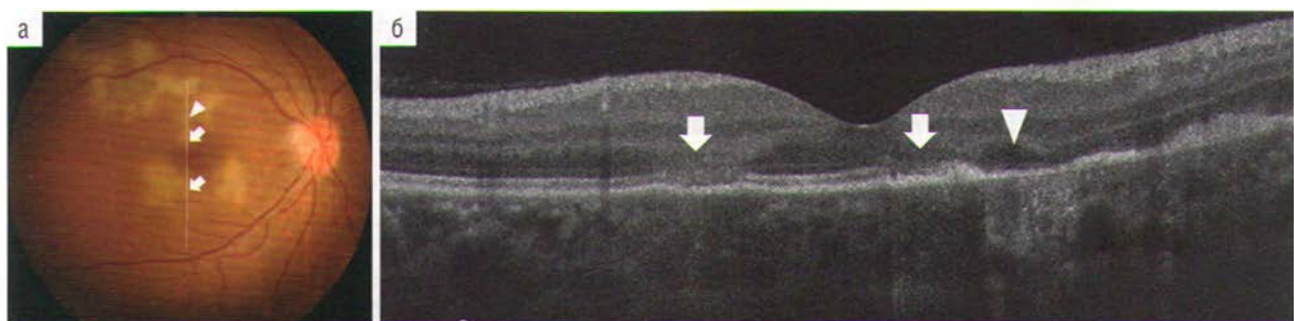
Оптическая когерентная томография. Признаки дезорганизации наружных слоев сетчатки (белая стрелка) и пигментный эпителий сетчатки (треугольная стрелка) на фоне плакоидных очагов
